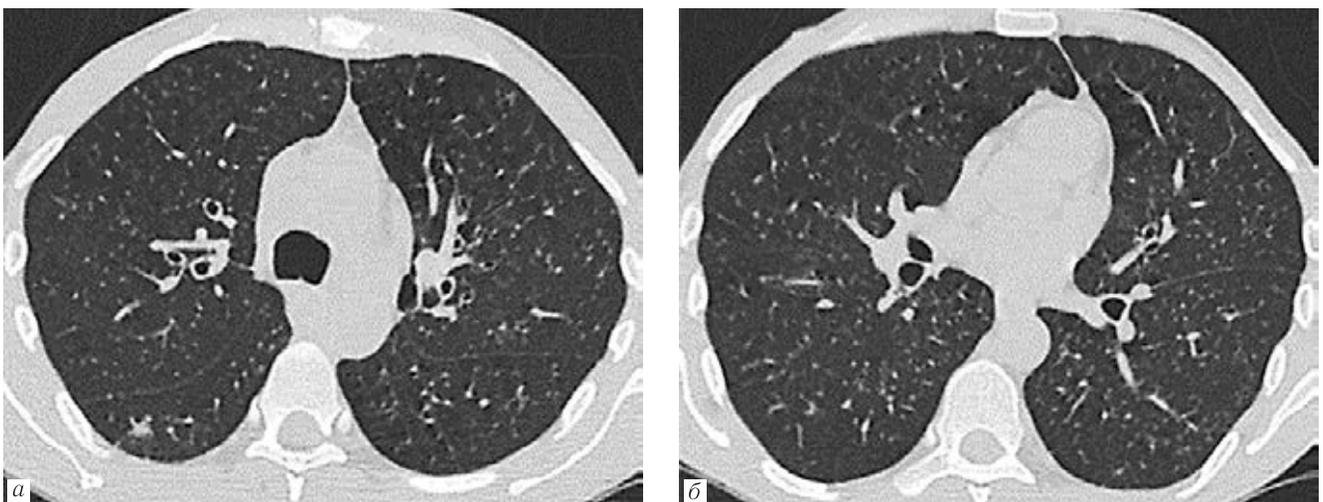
МСКТ ОГК больного Д., 38 лет. Диагноз: ВИЧ-инфекция, 4Б стадия, COVID-19, через 20 дней от начала заболевания, острый диссеминированный тbc на фоне остаточных проявлений коронавирусной инфекции (*а, б*)
